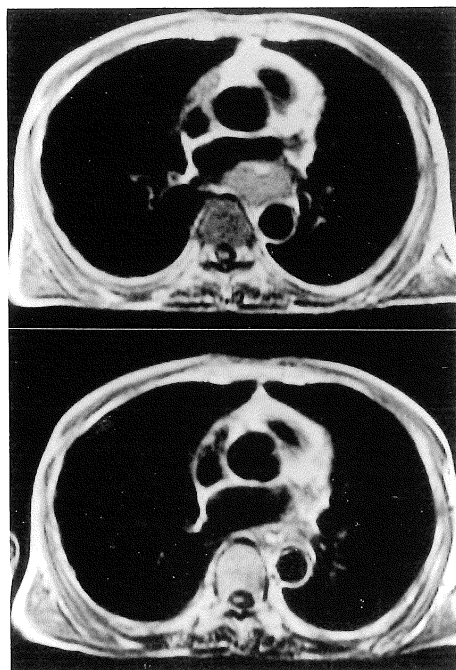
Comparison of axial MR images of the opacified esophagus taken before (upper) and after (lower) radiation therapy for the patient with esophageal cancer. Esophageal wall thickening was remarkably improved. The upper side of this figure is the same as Fig.4.
